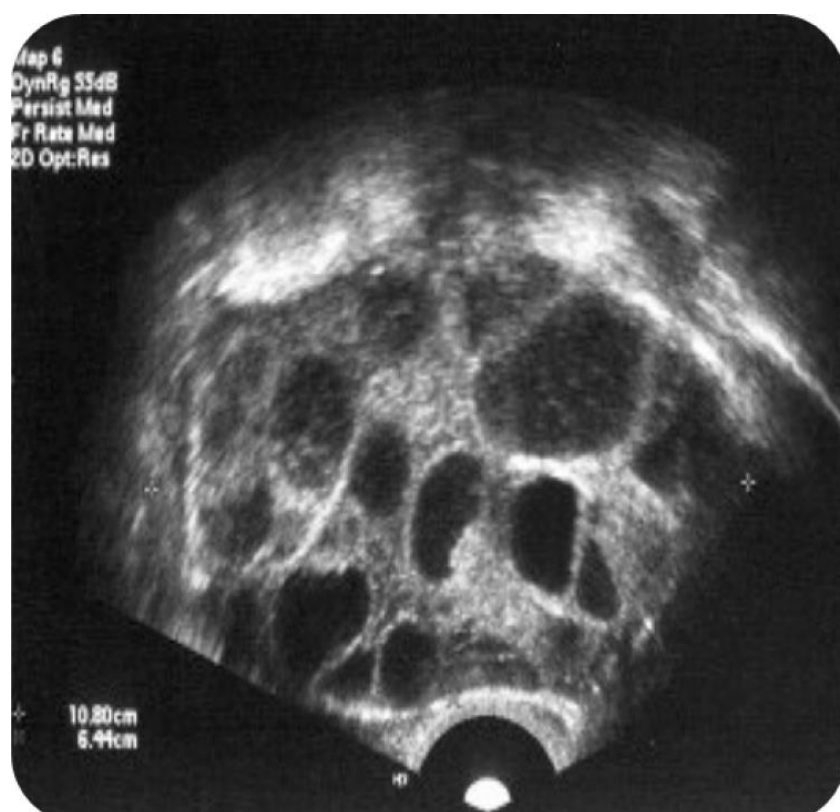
Яичник при синдроме гиперстимуляции яичников (УЗИ) [7]
